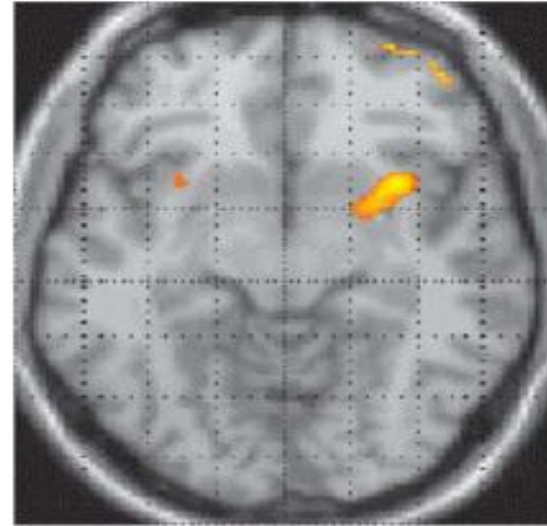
Positron emission tomography (PET) findings in Migraine [2] (A), Cluster Headache [43] (B) and experimental head pain [44] (C). Activation of rostral brainstem structures in migraine, and posterior hypothalamic grey matter in clusters headache seem relatively specific for the syndromes, as neither are seen in experimental ophthalmic (first) division head pain. The findings support the view that primary neurovascular headaches, migraine and cluster headache, are fundamentally disorders of the nervous system
